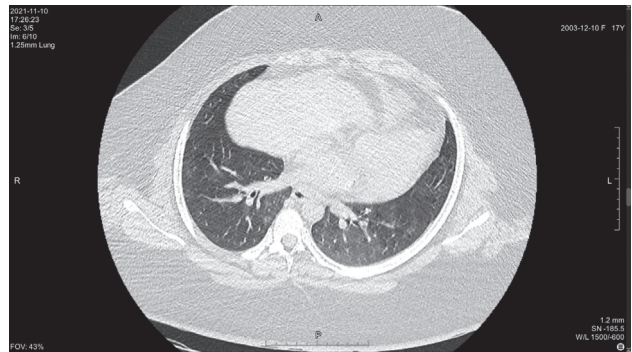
Томограмма легких на уровне ThIII
